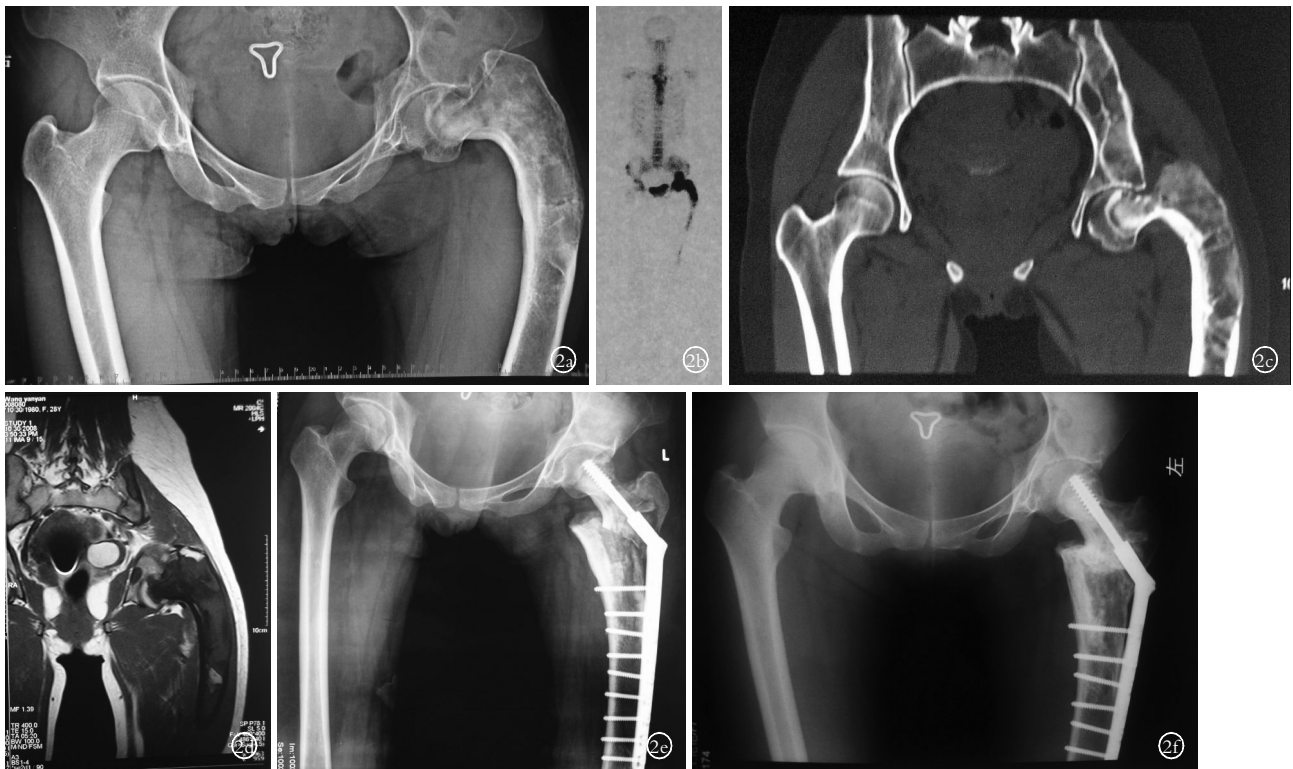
女性患者, 28 岁, 多发纤维结构不良伴左股骨近端牧羊拐畸形 MRI 2e. 术后 X 线片 2f. 术后 1.5 年 X 线片, 植骨区骨愈合
